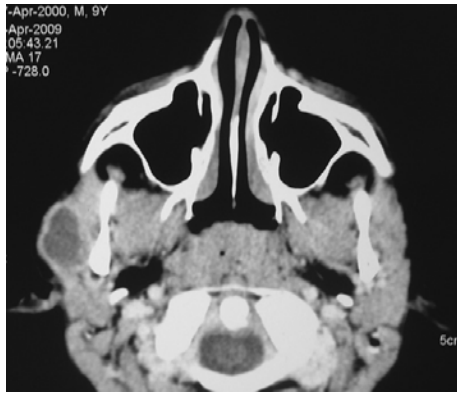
Tomografía computarizada de la parótida, que muestra una estructura quística en la glándula parótida.¹²
